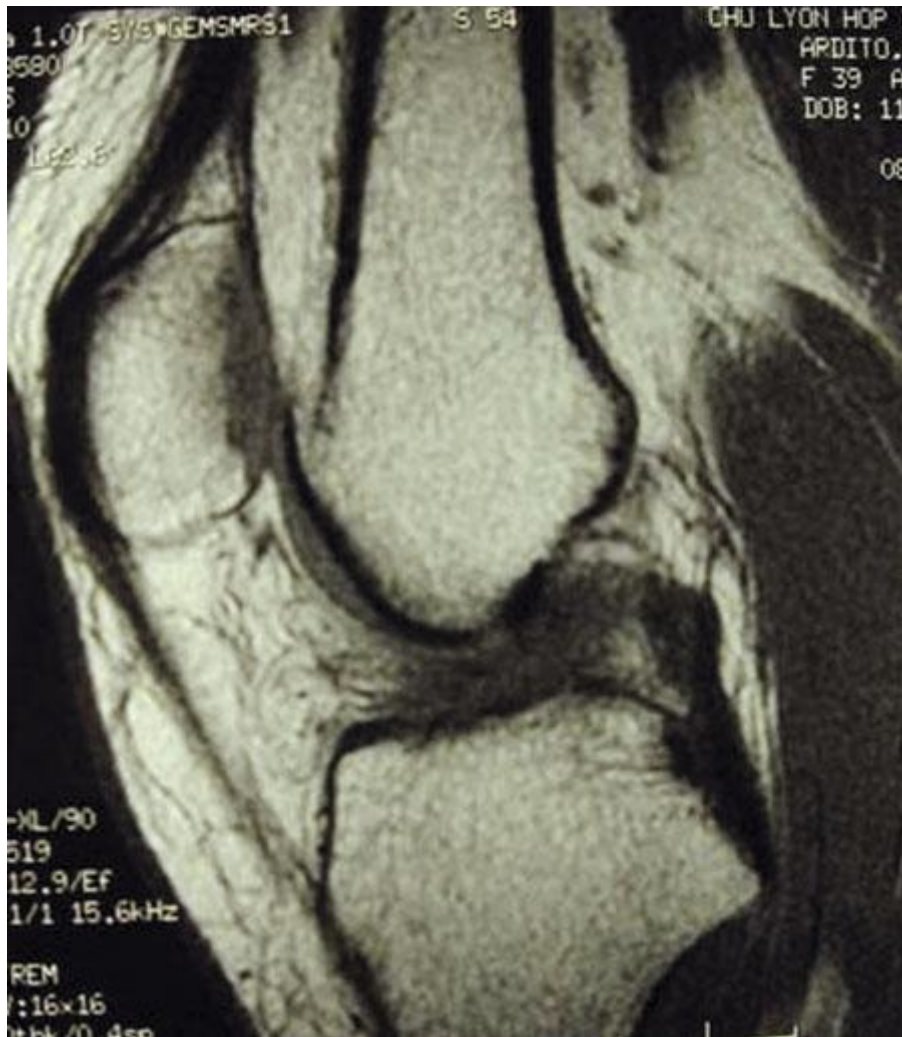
Rupture du LCP en IRM.
